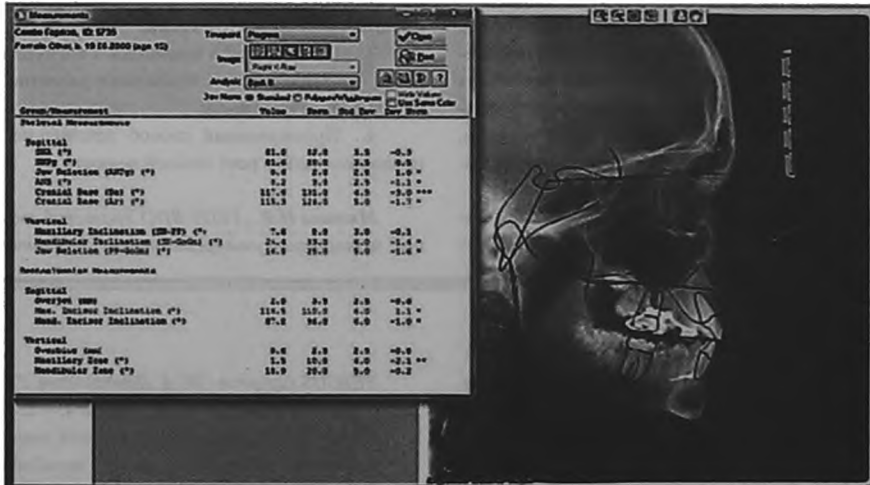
Анализ боковой телерентгенограммы после ортопедического этапа лечения. Положение верхней челюсти в норме (нормогнатия)
